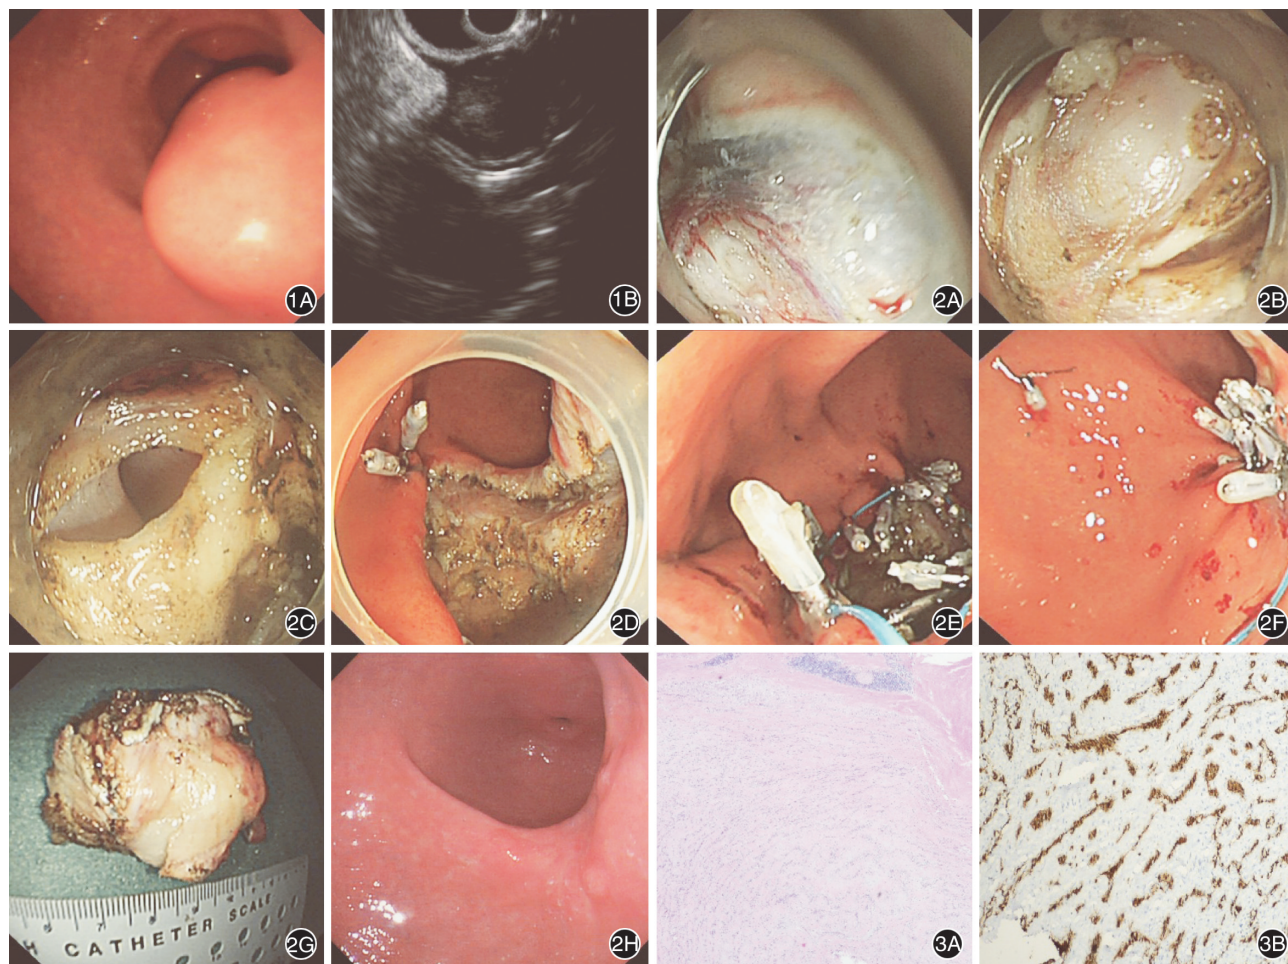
胃神经鞘瘤内镜检查 1A:内镜下见胃部病灶呈隆起型;1B:内镜超声检查显示不均质低回声肿物,内部固有肌层高回声
